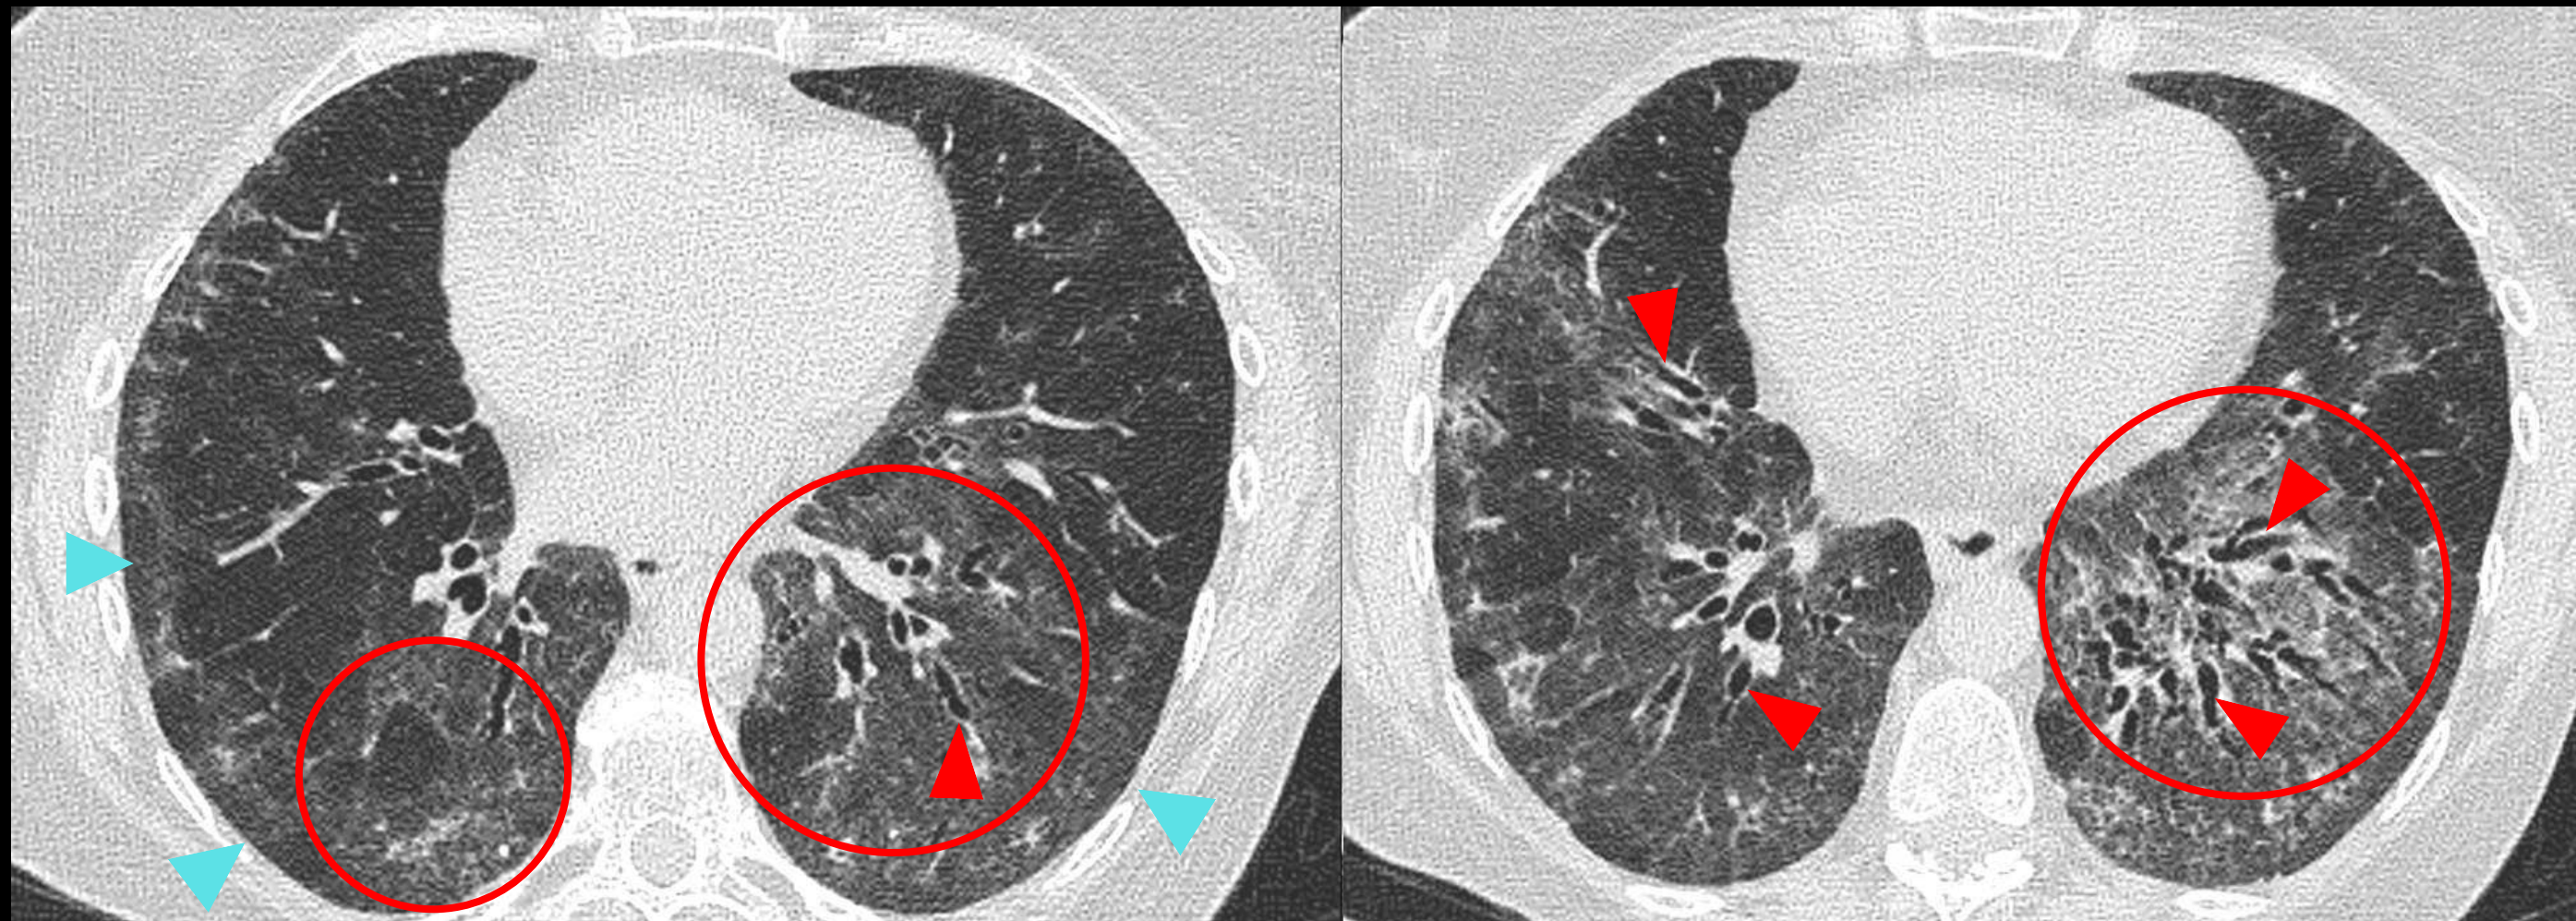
Hallazgos en TC de neumonía intersticial no específica fibrosante (NINEf). Mismo paciente, diferentes cortes axiales.
